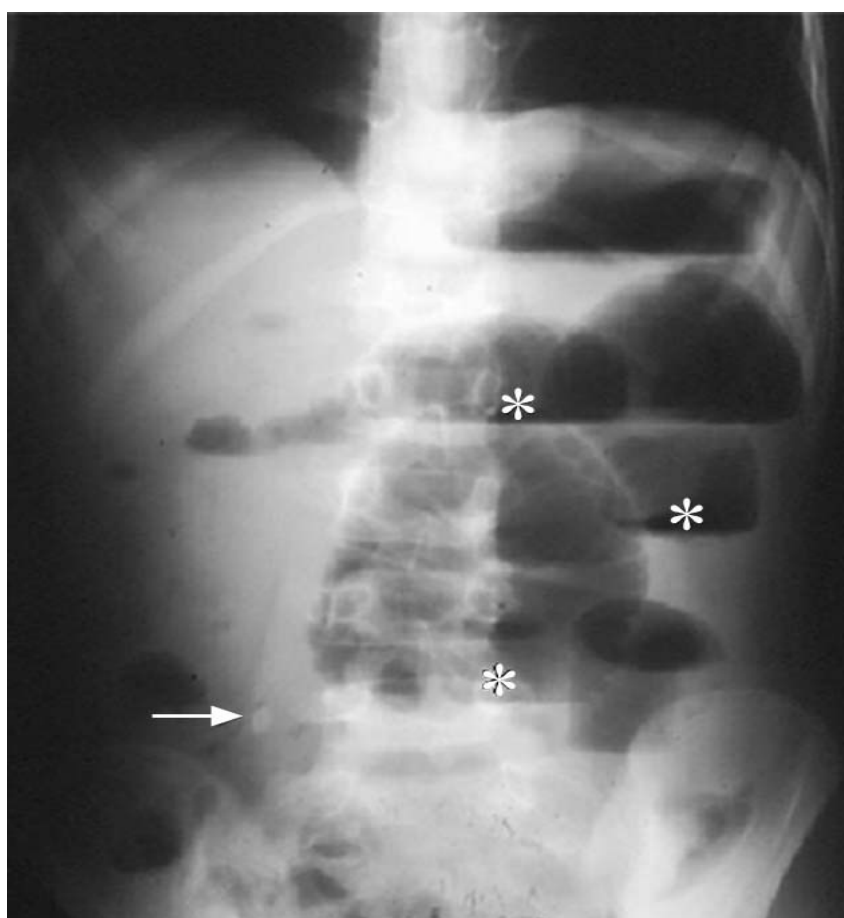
Radiographie d'abdomen sans préparation avec un stercolithe (flèche) et des niveaux hydroaériques (astérisques) d'occlusion intestinale chez un enfant ayant une péritonite appendiculaire [7].
